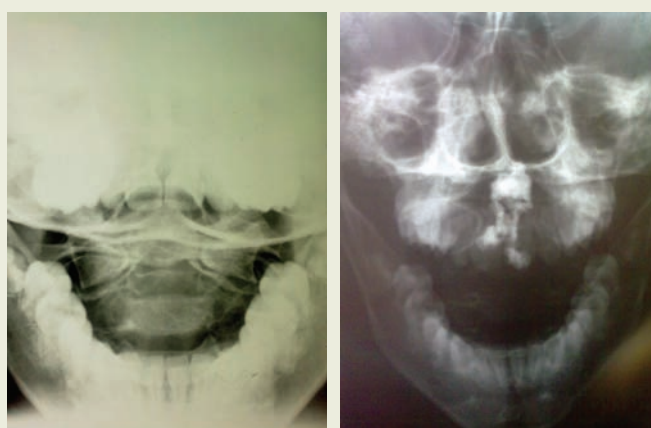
Radiografías antes y después de vertebroplastia de odontoides
